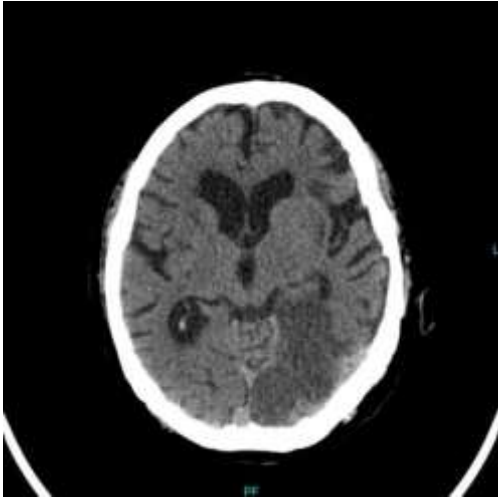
Рисунок Л-Представлена МРТ больного Б., 47 лет история болезни №20-1622КсГ
